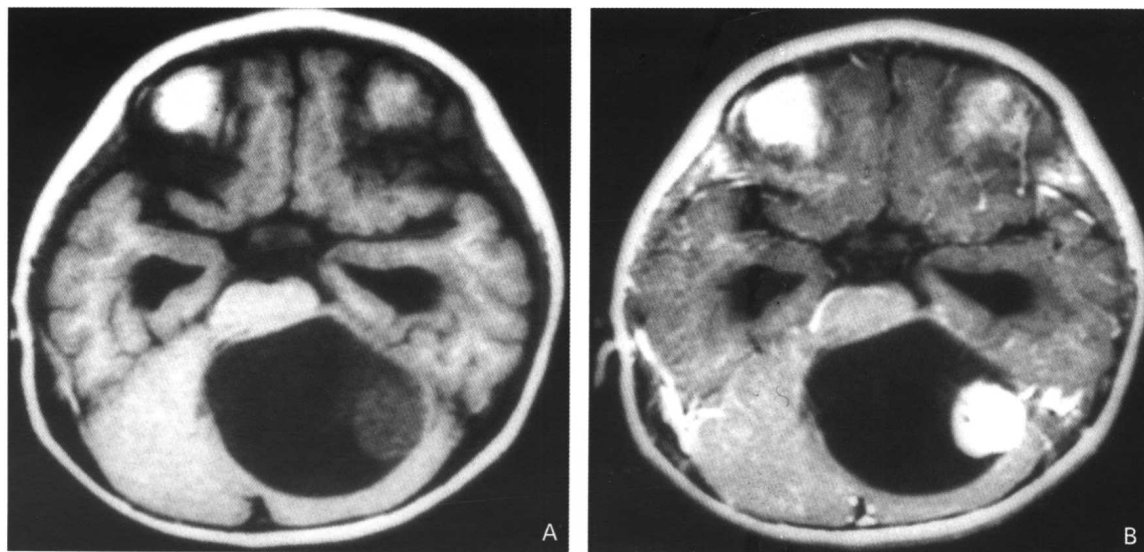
星形细胞瘤(左侧小脑半球)。MRI:A. 平扫,横断位,T1 加权像;B. 增强MRI. 横断位,T1 加权像。左侧小脑半球见一大囊性占位病变,边界清楚,第四脑室受压,侧壁上见一肿瘤结节,增强扫描见肿瘤结节明显强化
